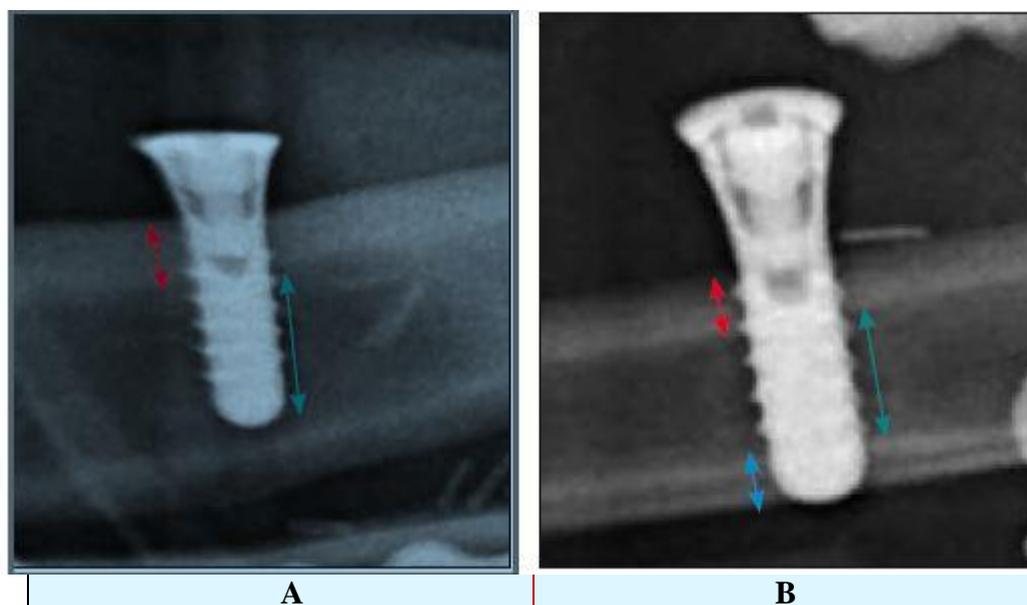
Radiographie d'un implant dans une fibula, ancrage mono et bi cortical (36)
